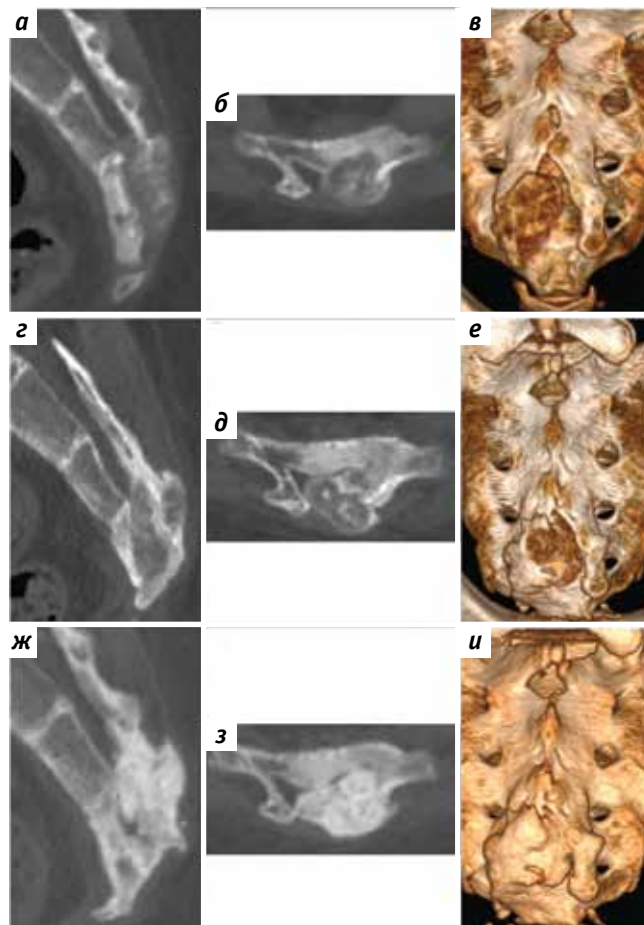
Компьютерная томография крестца: а–в – остеобластома позвонка S4 до лечения. Отмечаются преобладание литического компонента и прорастание опухоли в спинномозговой канал; г–е – состояние через 4 мес после хирургического вмешательства по месту жительства. Отмечен продолженный рост опухоли; ж–и – состояние после 5 введений деносумаба
